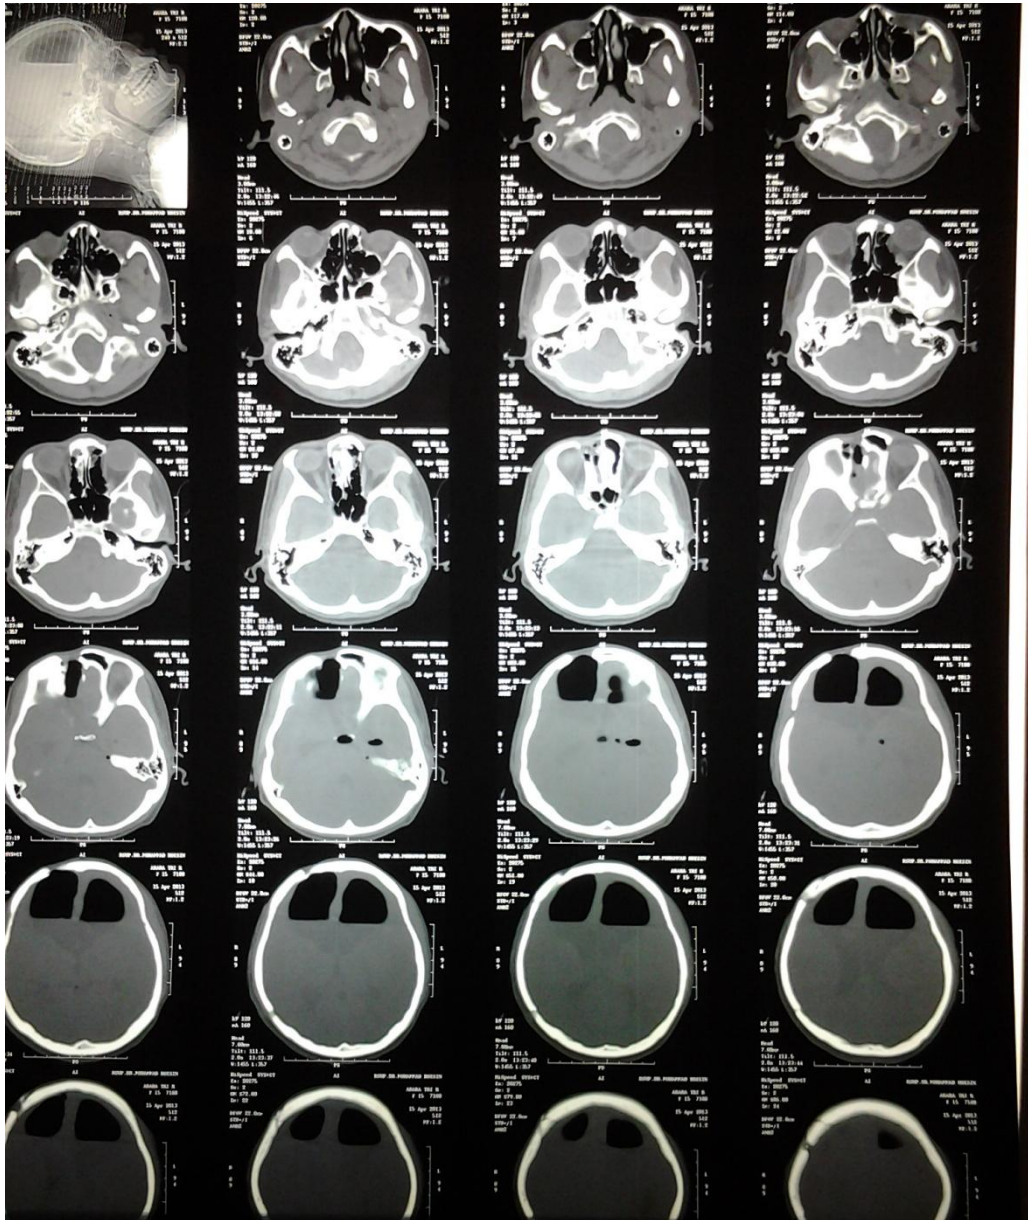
Hasil CT-Scan Kepala 02 Pebruari 2013. Kesan: SDH lobus frontotemporo-parietal dextra + fraktur depressed sinus frontal dextra + edema cerebri
